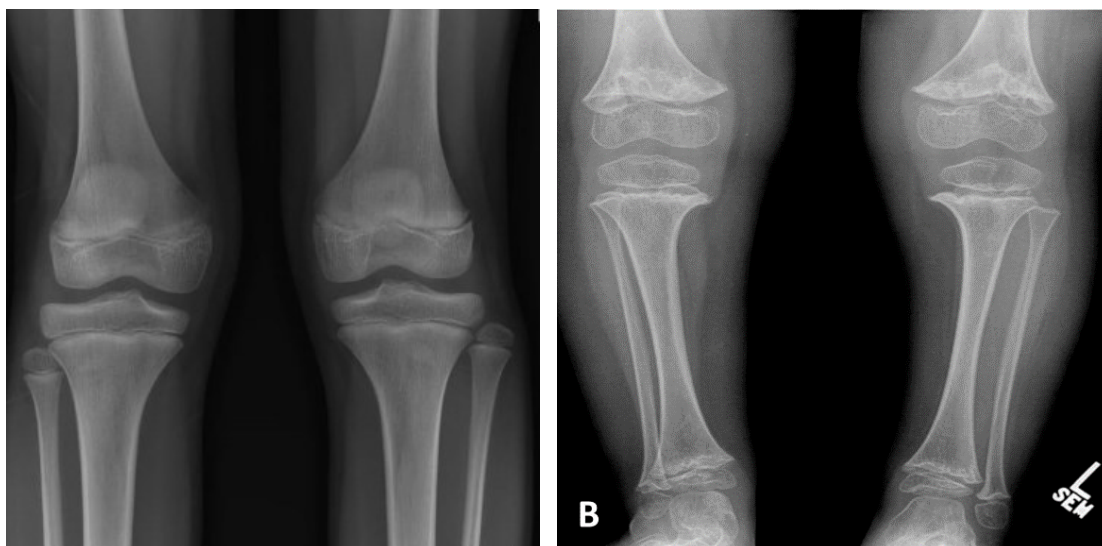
Radiografia de membro inferior. A) Radiografia de indivíduo sem alterações metafisárias aos 8 anos B) Paciente com CHH aos 4 anos de idade. As imagens demonstram alterações radiológicas típicas mostrando irregularidades metafisárias com margens de aspecto fragmentado e escleróticas⁵².
